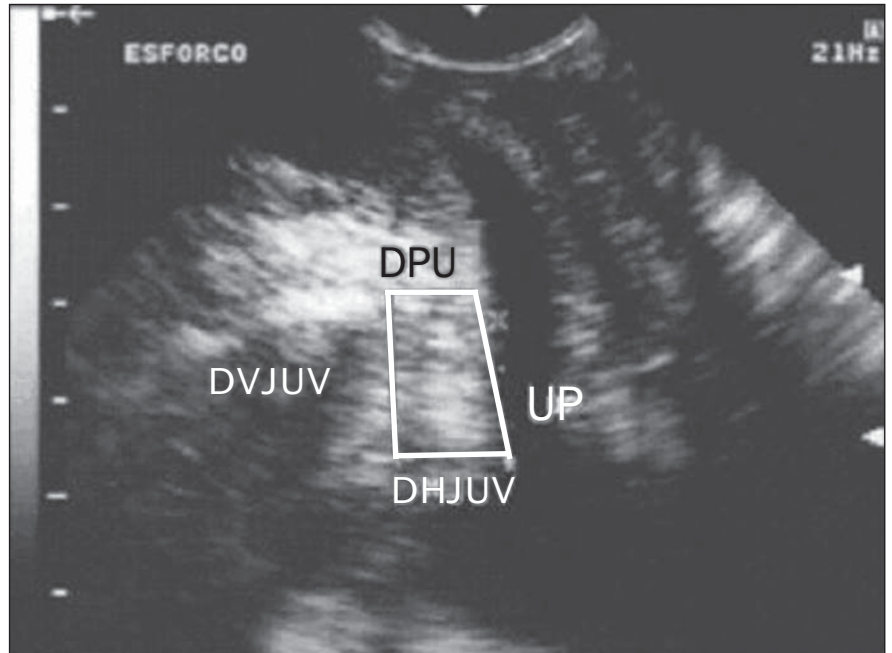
Ultra-sonografia transvulvar da junção uretrovesical no esforço. (DVJUV, distância vertical da junção uretrovesical; DHJUV, distância horizontal da junção uretrovesical; DPU, distância pubo-uretral; UP, uretra proximal).
